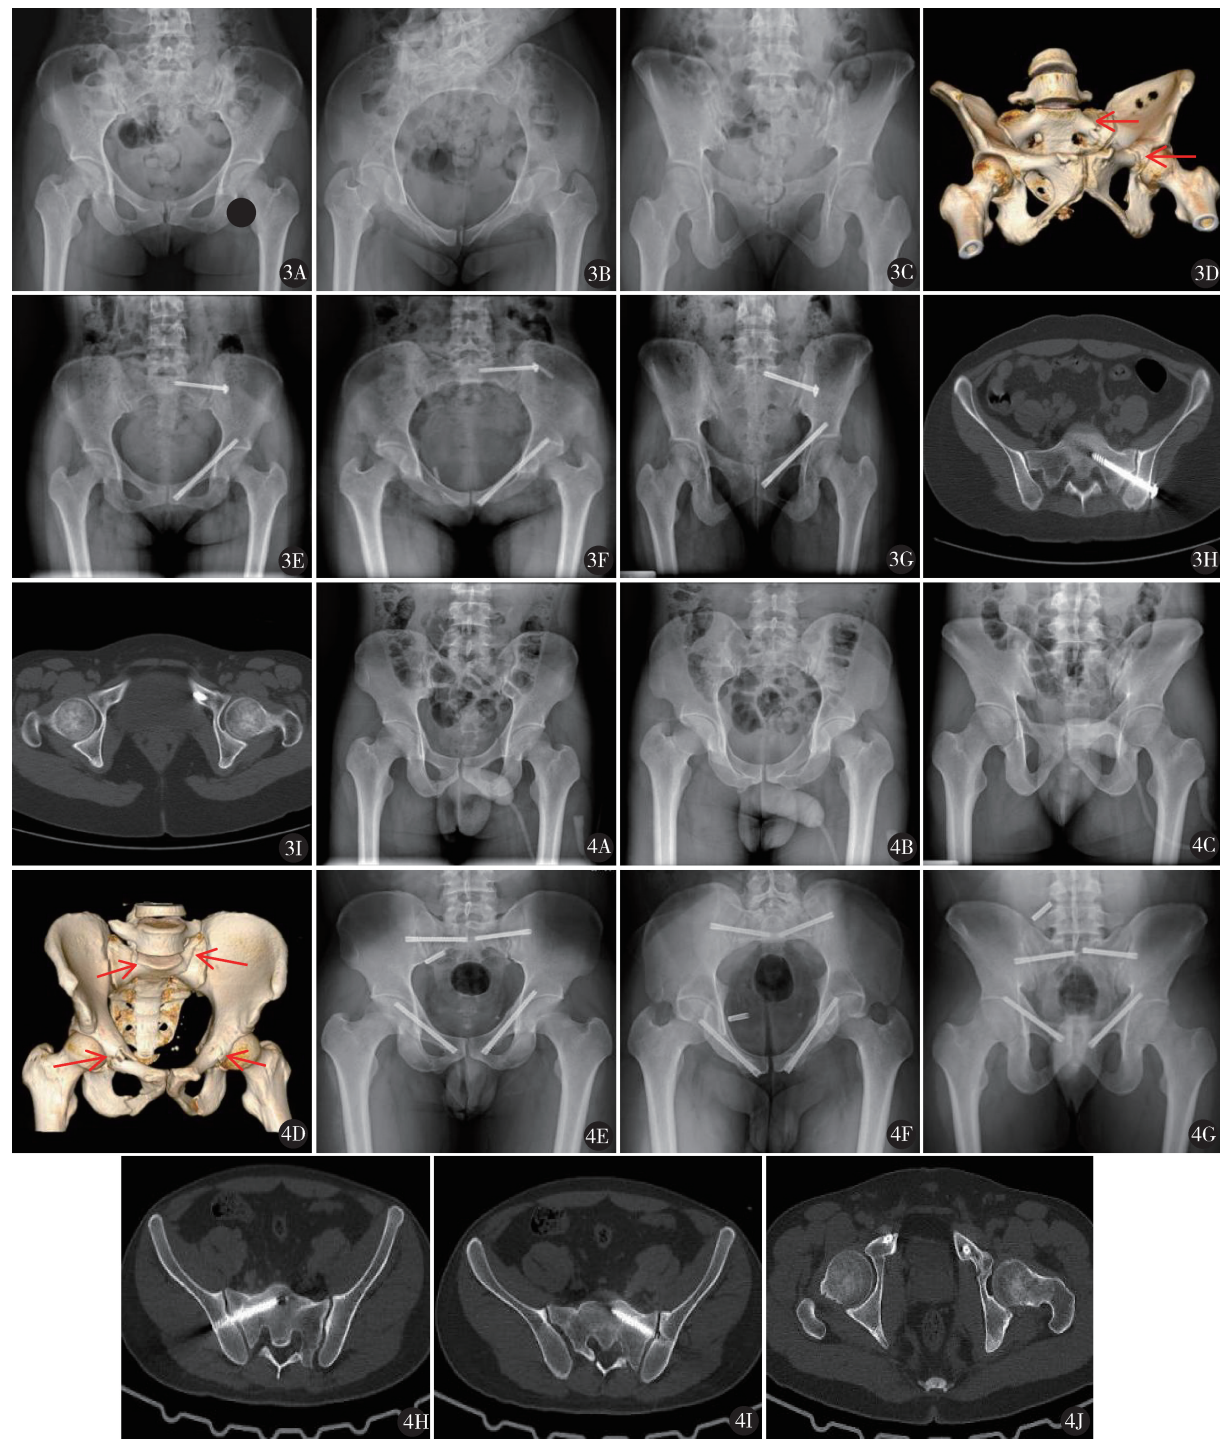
女, 29 岁, 交通伤致骨盆骨折, 术前 X 线 (A ~ C)、CT 三维重建 (D) 示 Tile B2 型骨盆骨折, 伤后 4 天采用左侧经皮骶髂螺钉联合左侧逆行耻骨支螺钉固定, 术后 2 天骨盆 X 线 (E ~ G) 示骨折复位为优, 术后 8 周 CT (H、I) 示骨盆骨折骨性愈合 图 4 男, 34 岁, 高处坠落致骨盆骨折, 术前 X 线 (A ~ C)、CT 三维重建 (D) 示 Tile C3 型骨盆骨折 (骶骨两侧骨折、双侧耻骨上下支骨折), 伤后 8 天采用双侧经皮骶髂螺钉联合双侧逆行耻骨支螺钉固定, 术后 2 天骨盆 X 线 (E ~ G) 示骨折复位为优, 术后 11 周 CT (H ~ J) 示骨盆骨折骨性愈合
